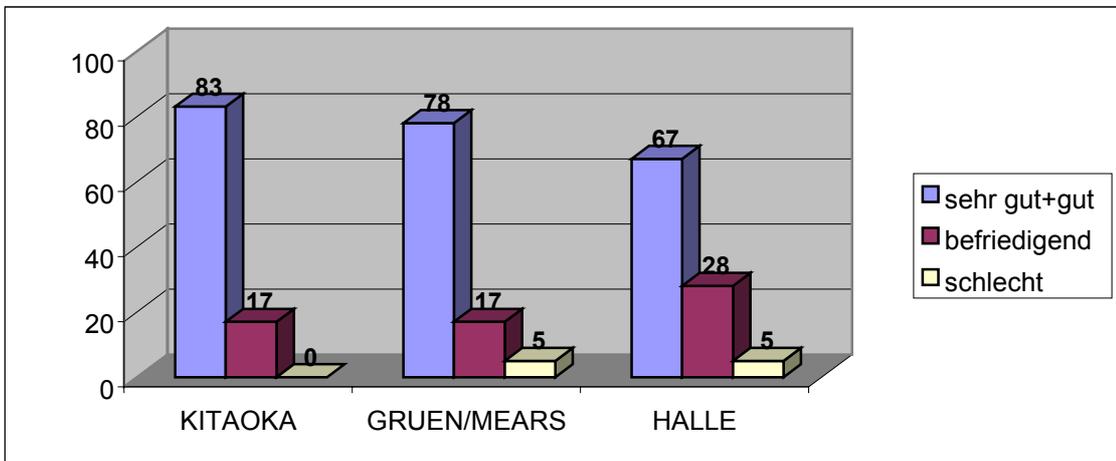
Ergebnisse USG-Arthrodesen
